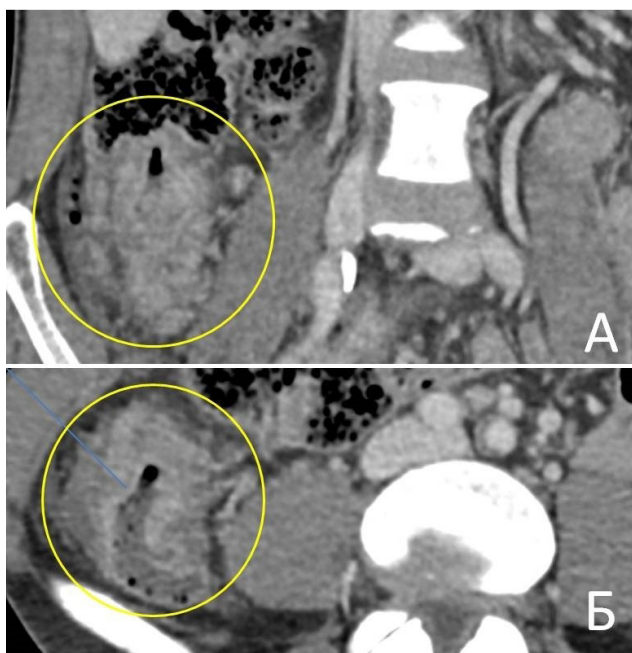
КТ-исследование, венозная фаза контрастирования: туберкулез слепой и подвздошной кишки, резкое утолщение стенок кишки: А – коронарный срез; Б – аксиальный срез
